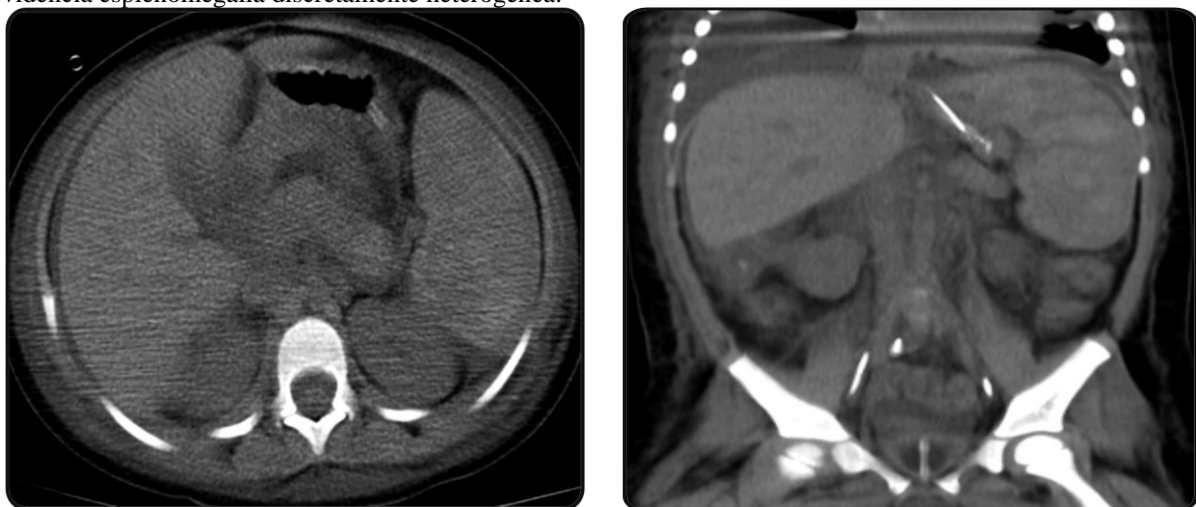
Reformatações axial (A) e coronal (B) de tomografia computadorizada de abdome total sem contraste evidencia esplenomegalia discretamente heterogênea.
